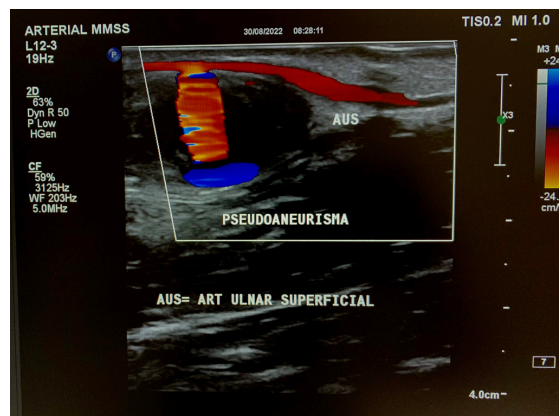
Eco-Doppler demonstrando a artéria ulnar superficial e o fluxo arterial no saco do pseudoaneurisma.
